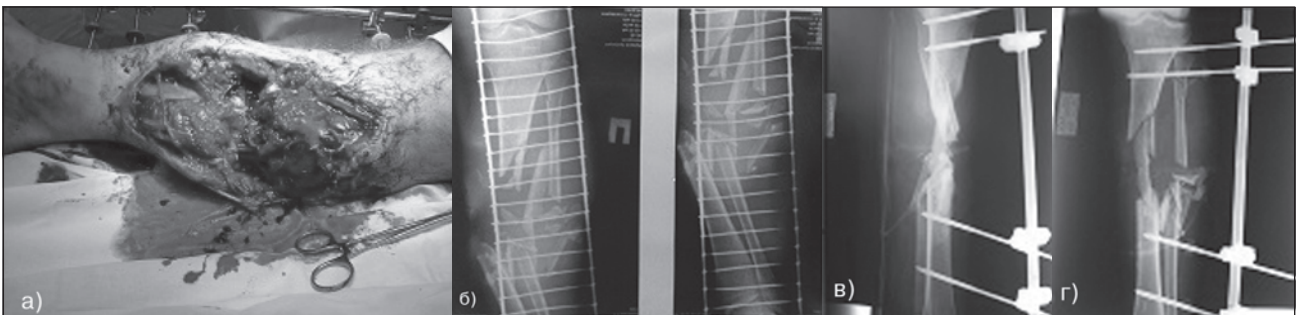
Хворий Б., 29 років, діагноз: травматичний шок II ст. IO4 – MT4 – NV2. Відкритий багатоуламковий перелом обох кісток правої гомілки зі зміщенням фрагментів. Зовнішній вигляд правої гомілки (а), фотовідбитки рентгенограми правої гомілки при госпіталізації (б), після оперативного втручання (в, г)
